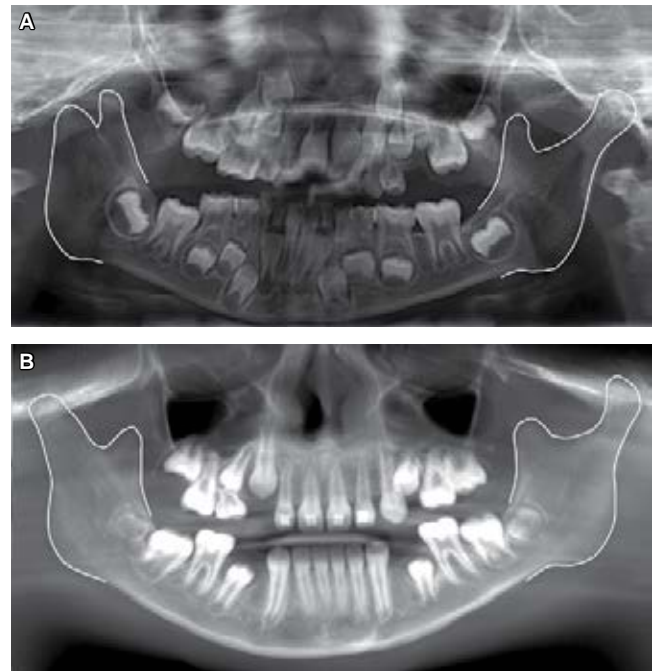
A) Ortopantomografía inicial. B) Tomografía actual de la paciente. Nótese el evidente crecimiento condilar de la rama y el cuerpo.
